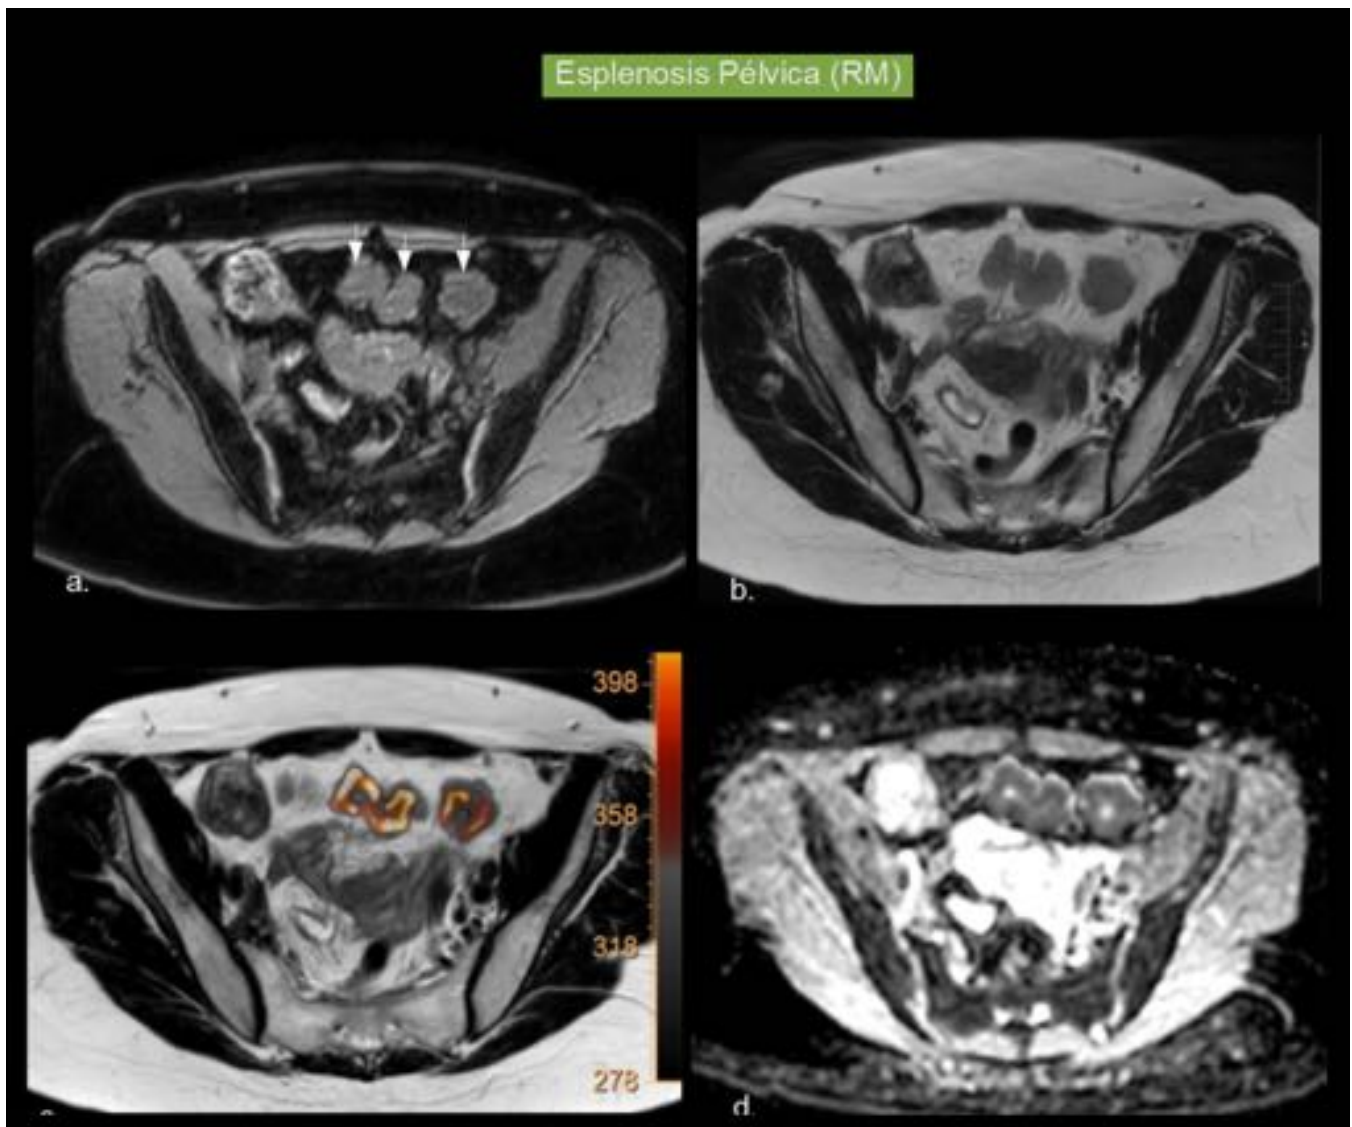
Esplenosis Pélvica. (Mismo paciente de la figura 8). RM. a.) Imagen potenciada en T1. Nódulos hipointensos en comparación con tejido muscular. b.) Imagen potenciada en T2. Nódulos hiperintensos en comparación con tejido muscular. c-d.) Fusión de difusión+T2 y ADC. Las lesiones muestran restricción de la difusión.
